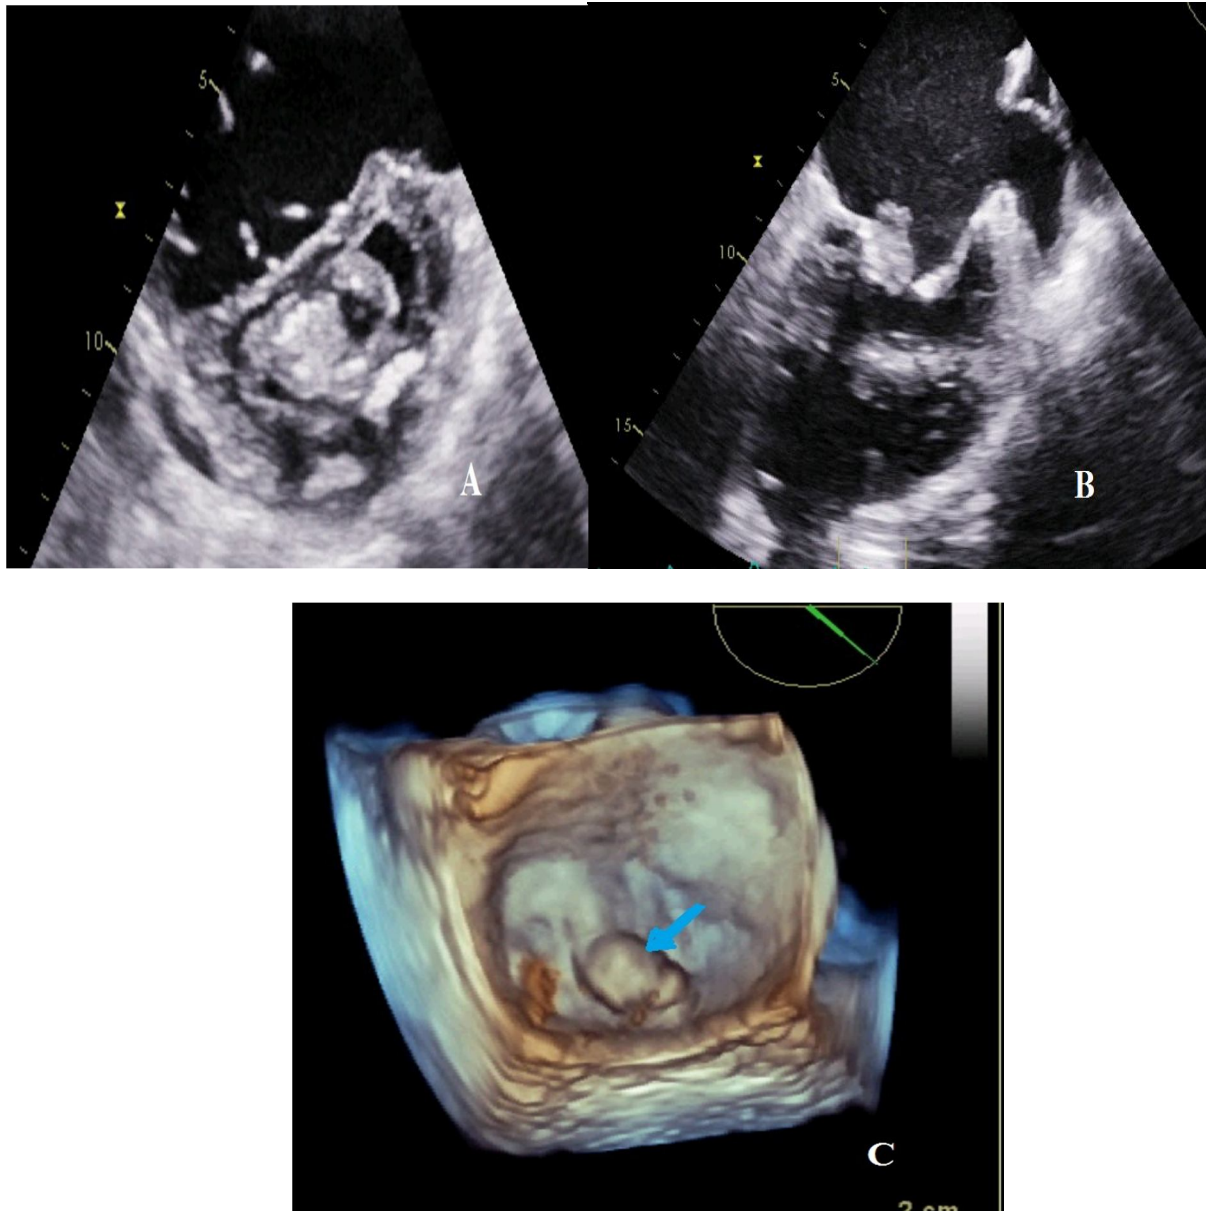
Obstruction valvulaire à l'échocardiographie
